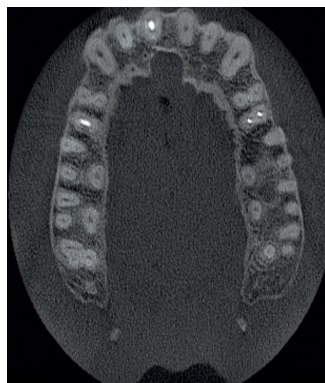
Axiální řez CBCT snímku v místě zubu 11. Je viditelné optimální endodontické ošetření a není přítomno periapikální projasnění
